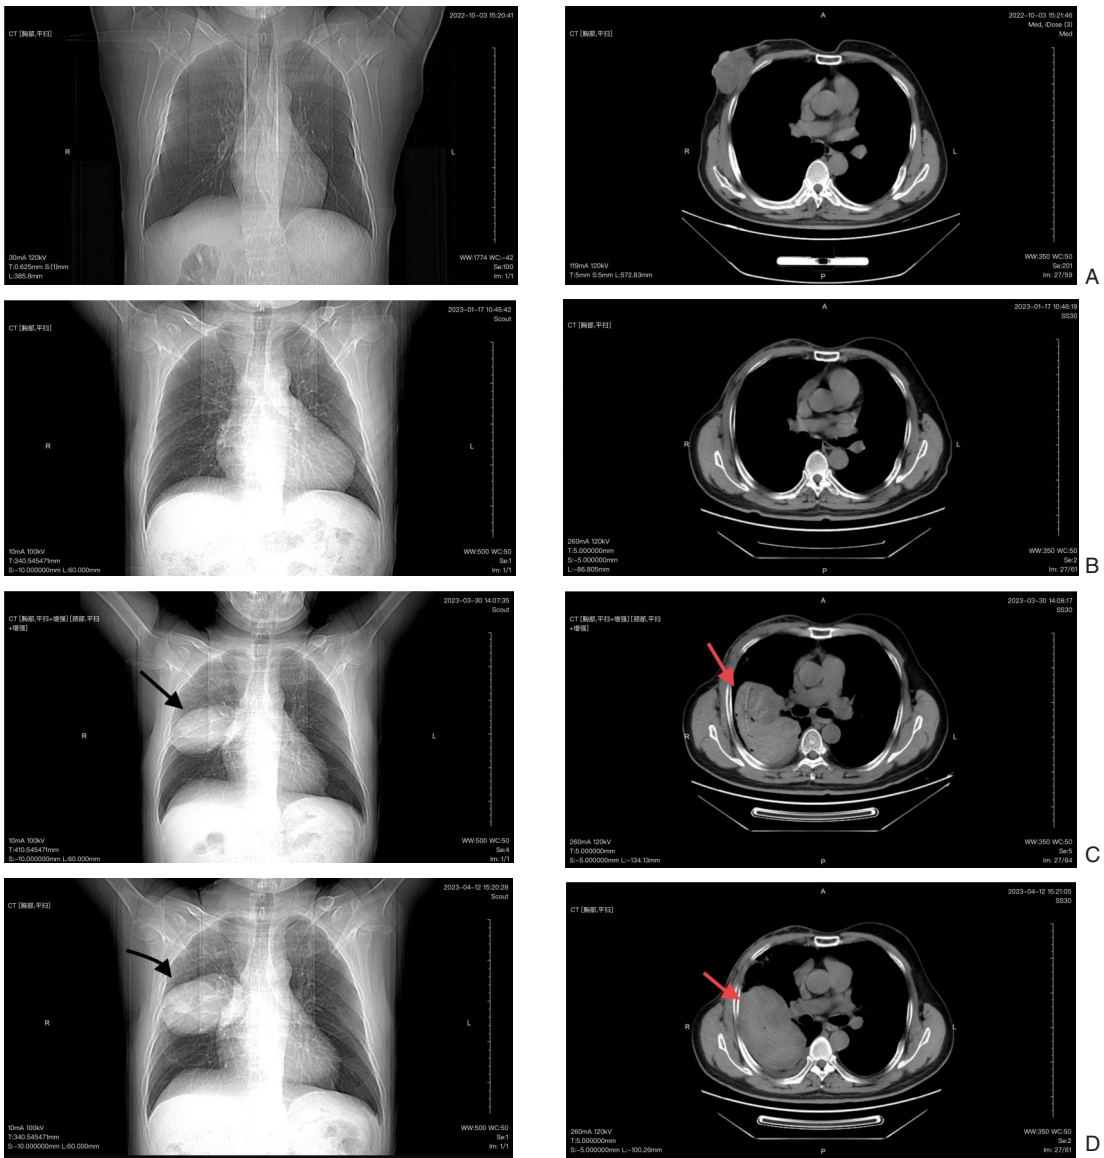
患者不同时期CT影像资料 A: 2022年10月3日; B: 2023年1月17日; C: 2023年3月30日; D: 2023年4月12日
